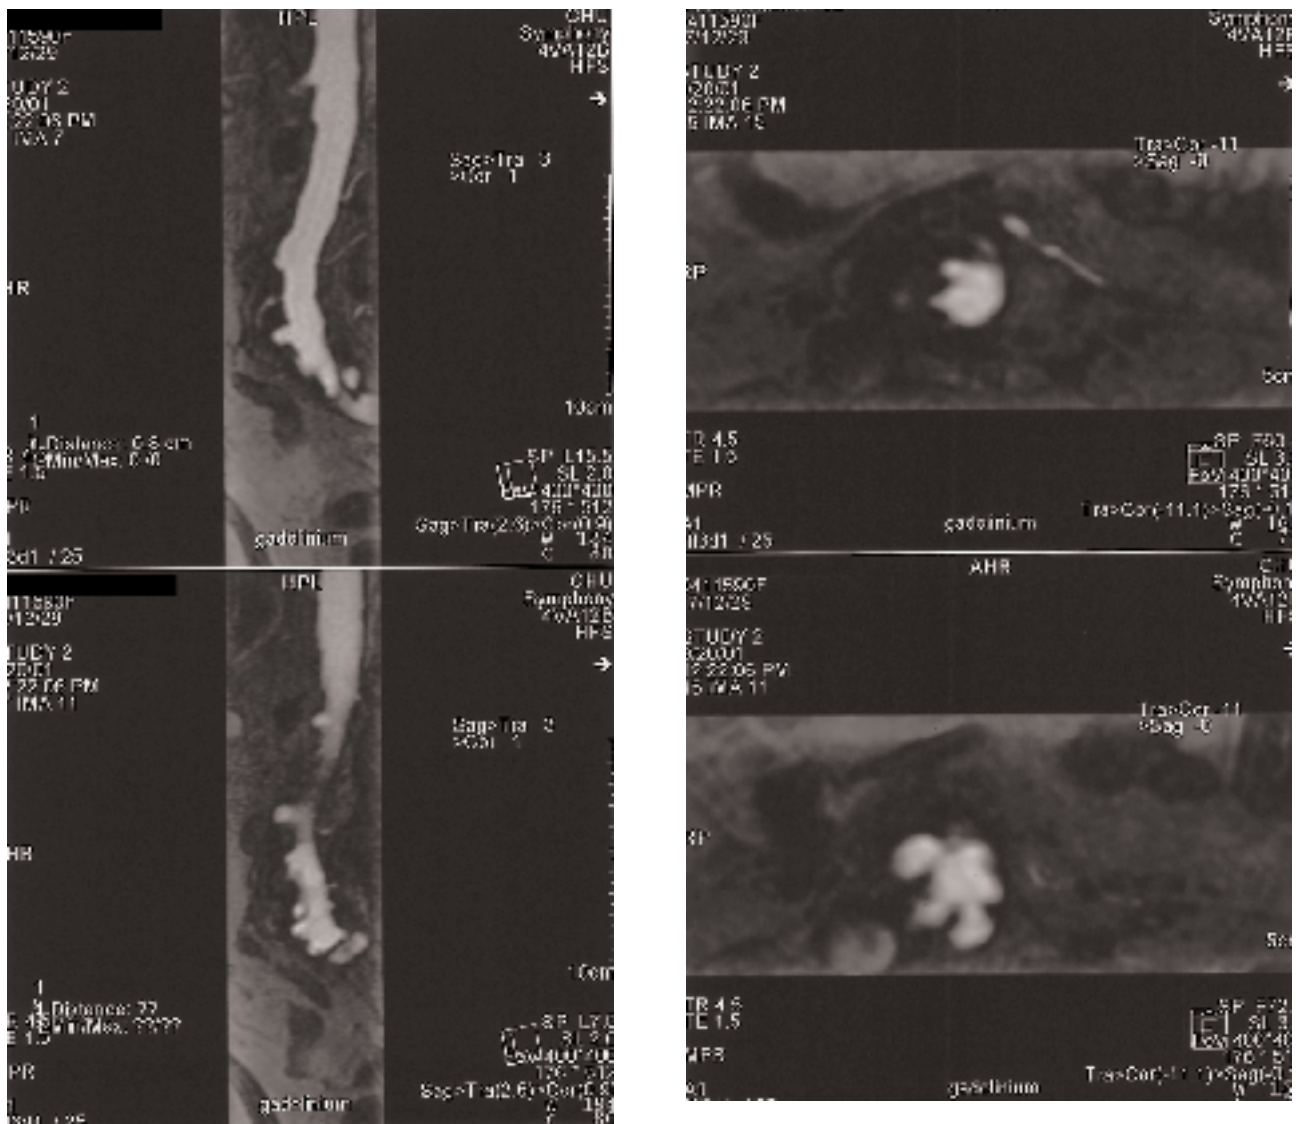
Angio-IRM montrant de multiples formations ulcérées et pseudo-anévrysmales le long de l'aorte abdominale sous-rénale s'étendant jusqu'au niveau de la bifurcation aorto-iliaque (cas n°2).
